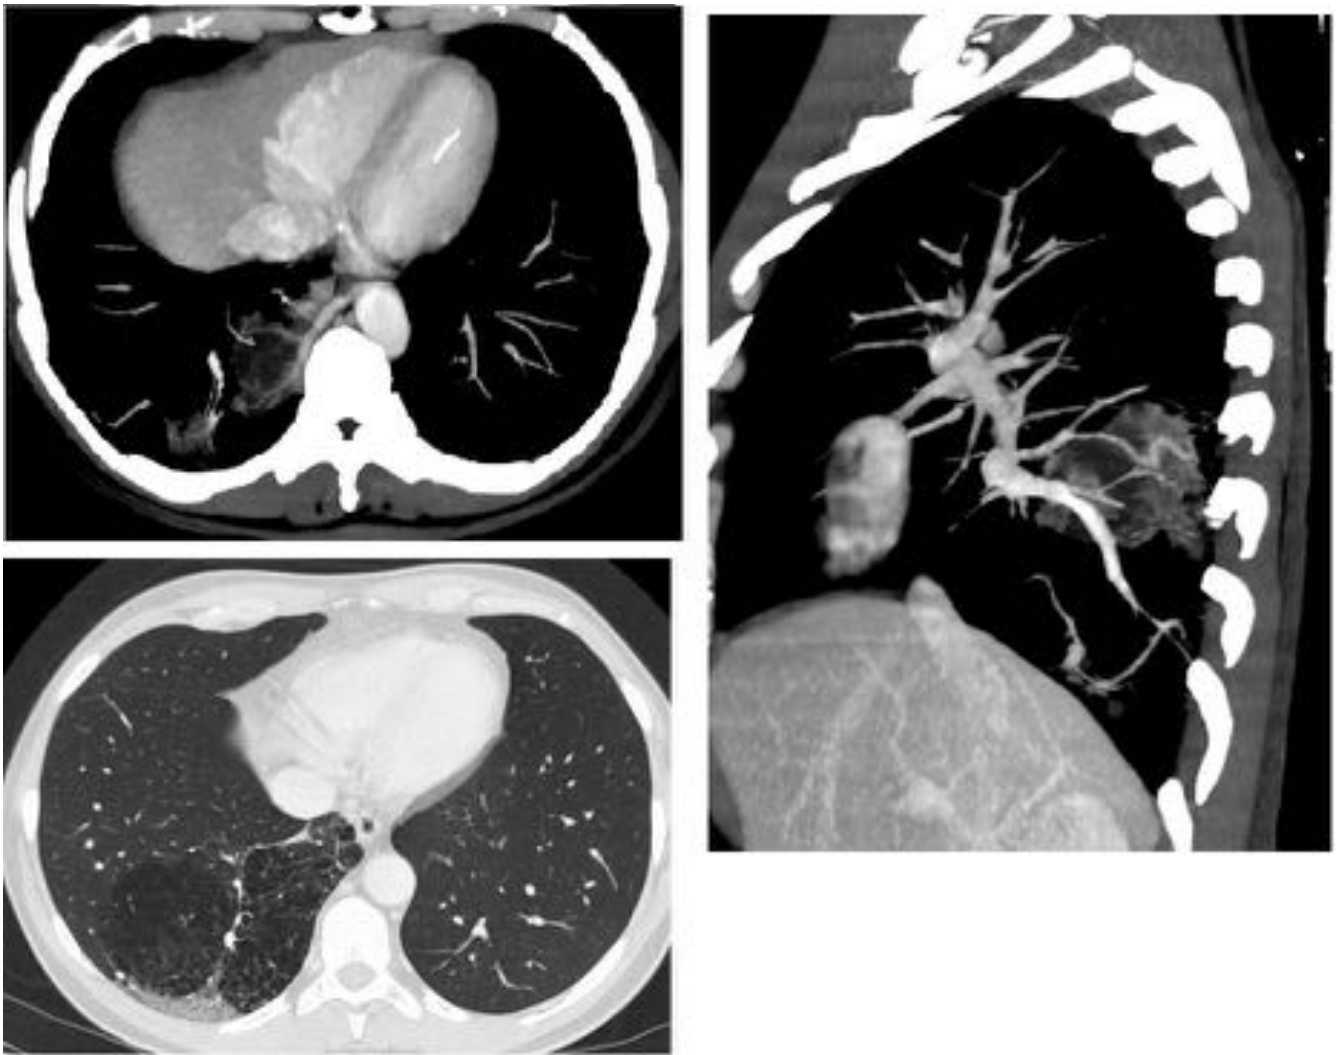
Fig 19 Reconstrucción MIP de cortes axiales sagital de TC de tórax con contraste con intravenoso con ventana de mediastino y pulmón, que muestra un secuestro intralobar.
